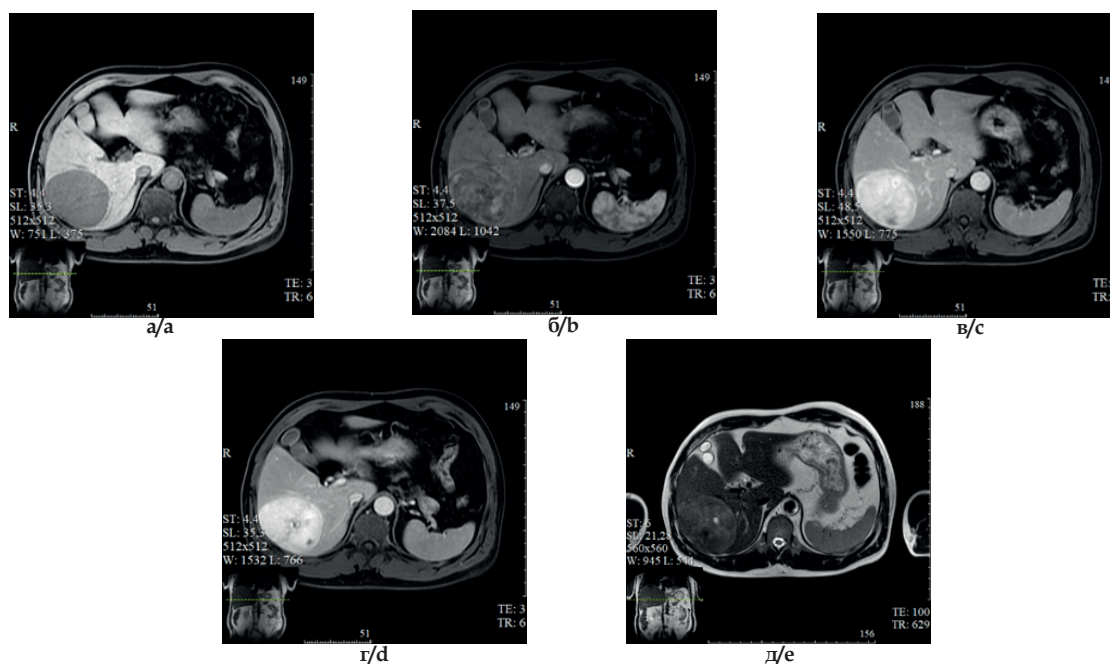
МРТ-изображения органов брюшной полости с внутривенным болюсным контрастированием (гедоксетовой кислотой); а - нативная фаза, б - артериальная фаза, в - венозная фаза г - отсроченная фаза, д - T2-взвешенное изображение.
